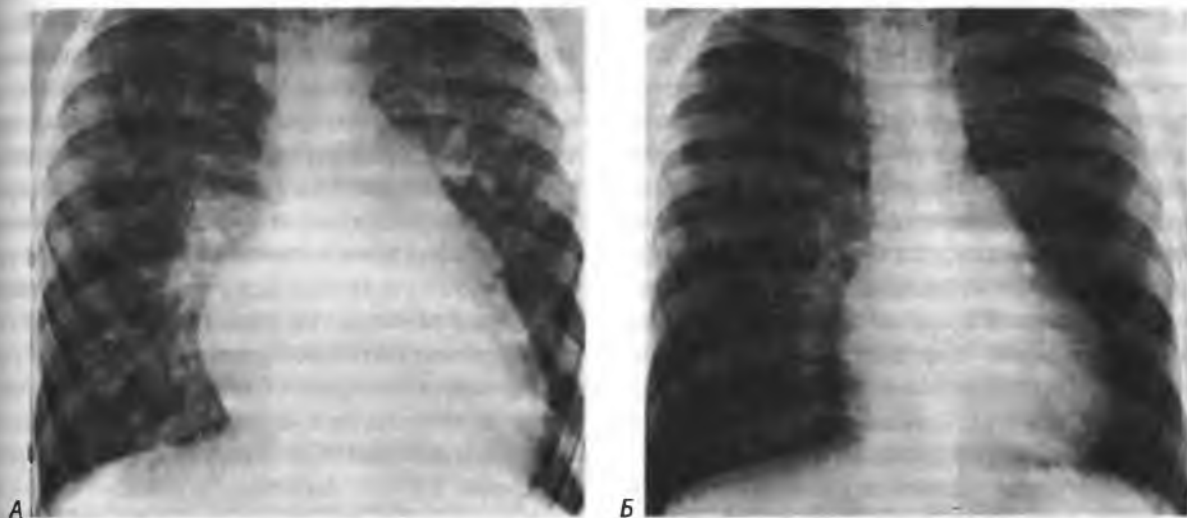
(А) Рентгенограмма больного с дефектом межжелудочковой перегородки, большим сбросом крови слева направо и легочной гипертензией до операции. Выраженная кардиомегалия, выступающий легочный ствол и признаки избыточного кровотока в легких. (Б) Рентгенограмма того же больного через 3 года после хирургического закрытия дефекта. Размер сердца уменьшен; легочный рисунок в норме
